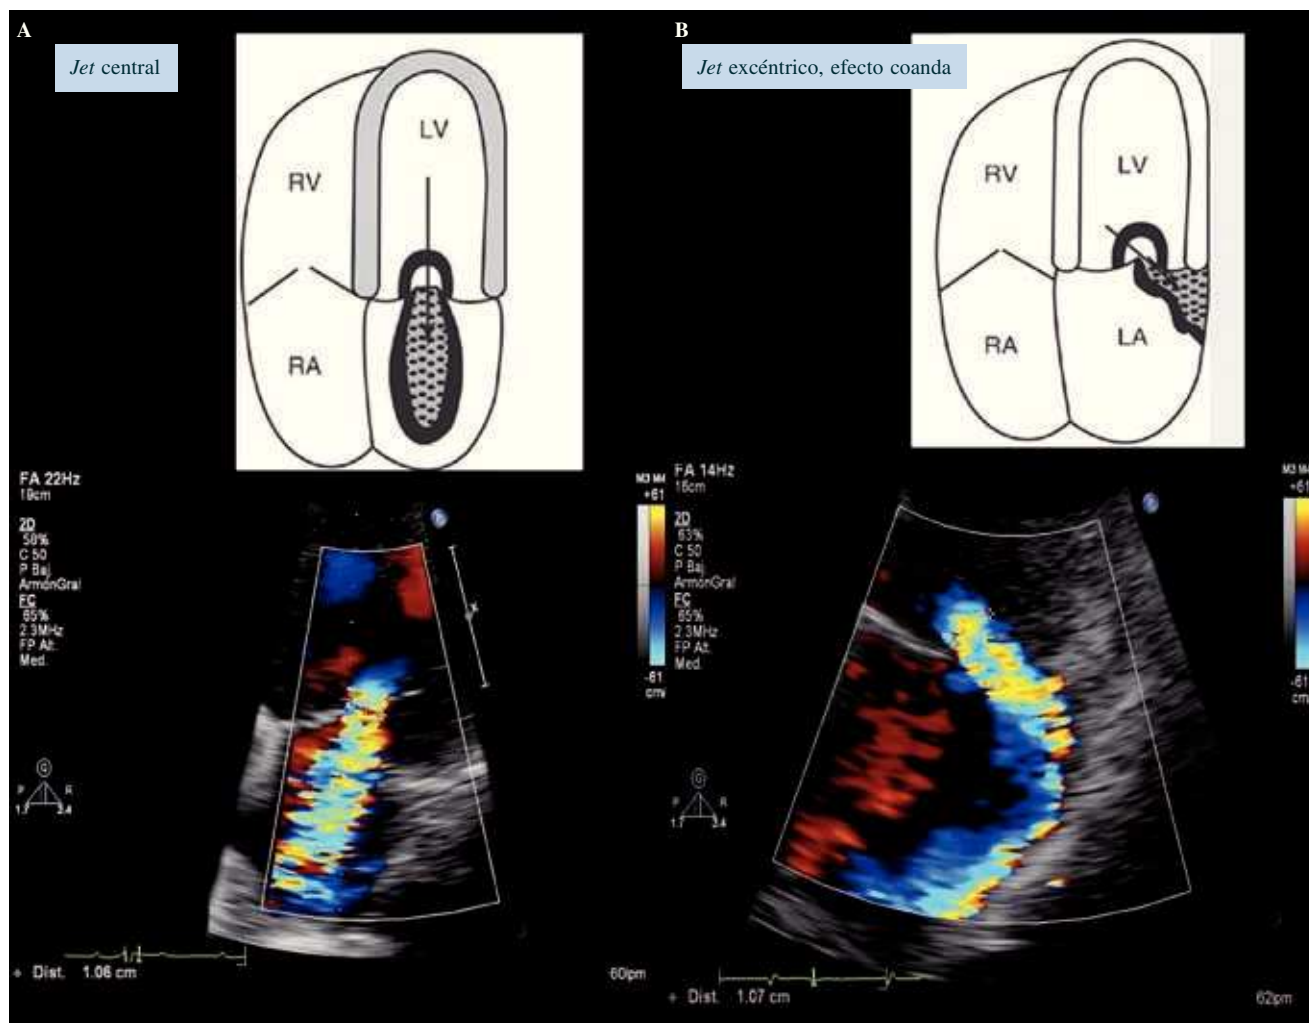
Evaluación visual del chorro de IM usando Doppler color. Ejemplos en dos pacientes con IM grave. A: chorro largo central. B: chorro excéntrico lateral que presenta efecto coanda en plano apical cuatro cámaras.
